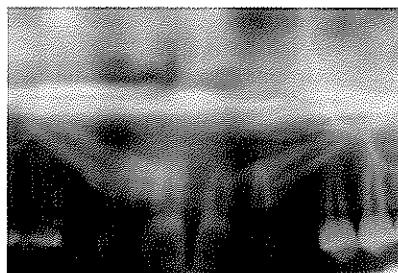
술전 방사선 사진. 상악 양측 견치가 심부에 매복되어 있다.
